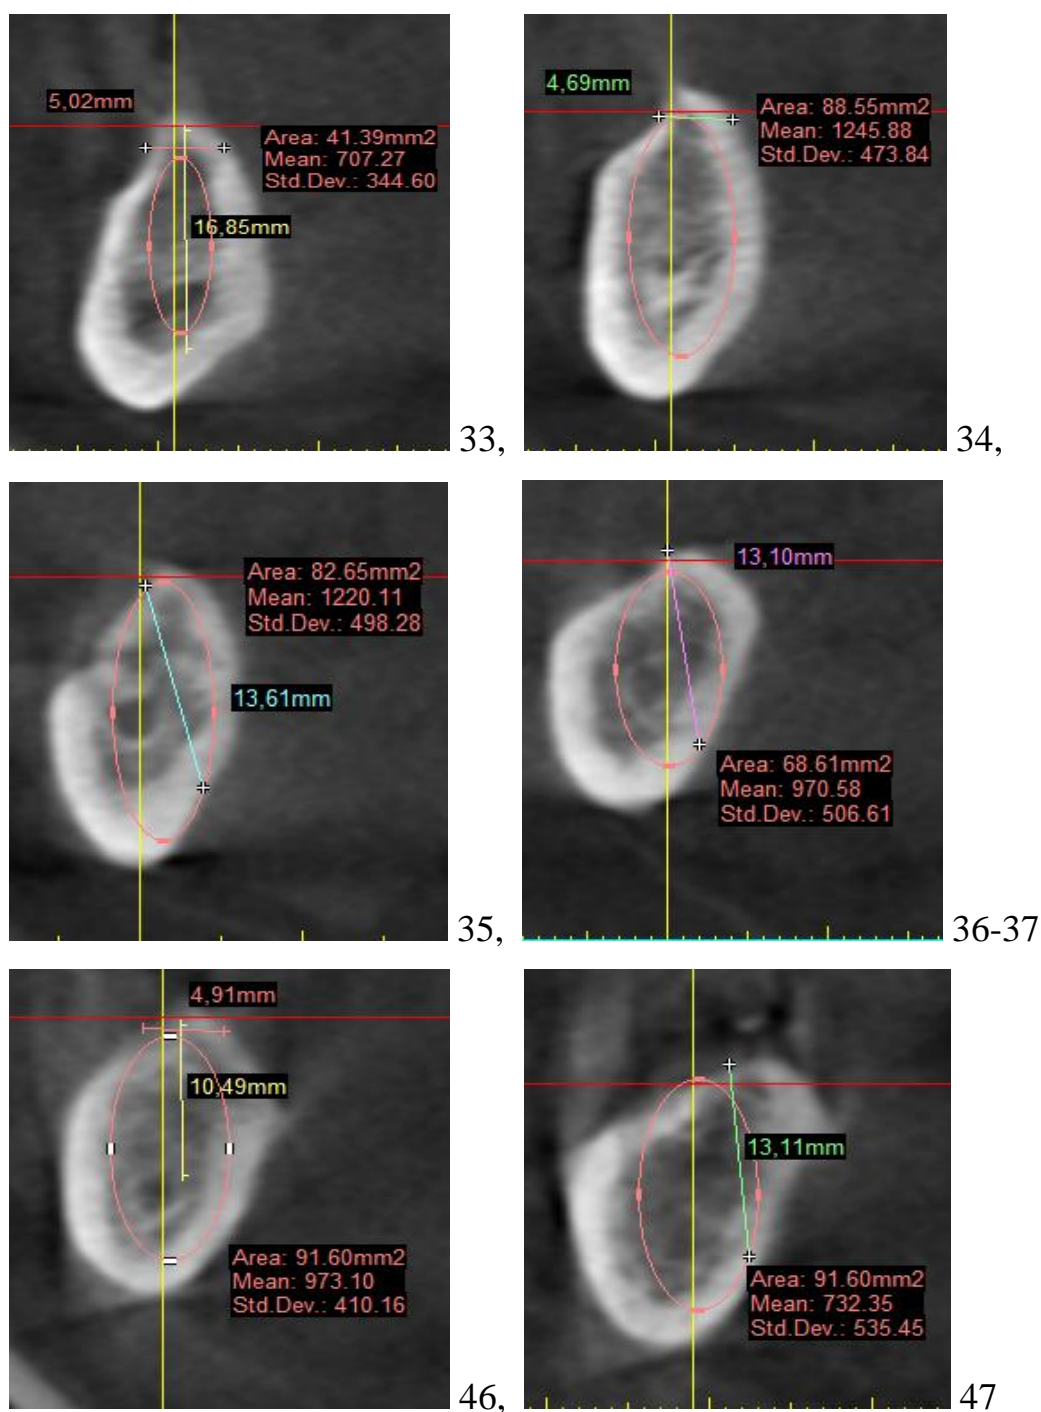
Зрізи КТ сегментів нижньої щелепи пацієнтки В., 61 р., в ділянці 33-37 і 46-47, медична карта стоматологічного хворого №11. Етап планування розміщення імплантатів.
